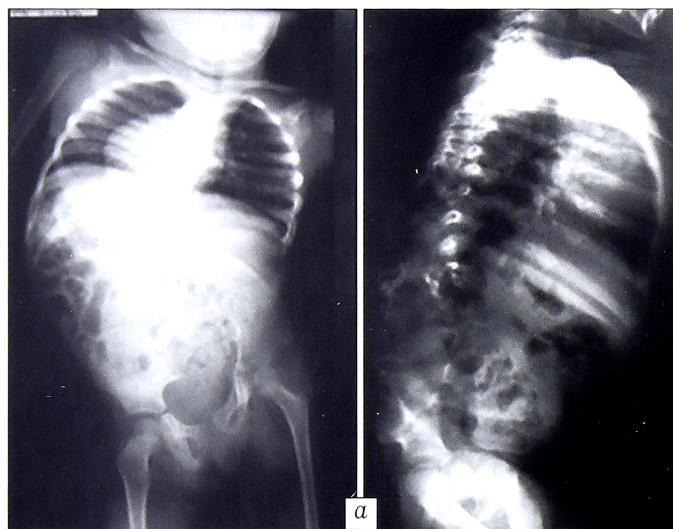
Рентгенограммы позвоночника больной с множественными аномалиями развития позвоночника и спинного мозга до (а) и после (б) лечения. Белыми стрелками обозначены коннекторы, за счет которых происходит этапное удлинение металлоконструкции по мере роста ребенка.
